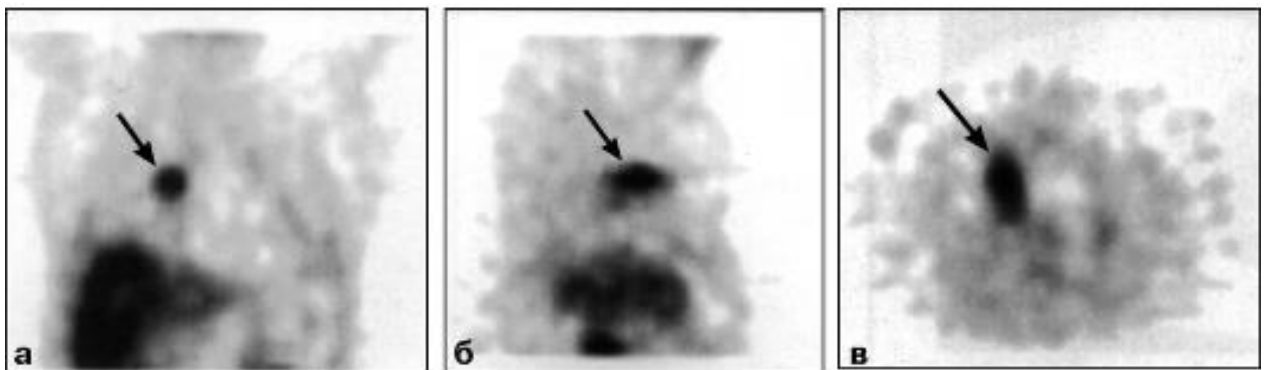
Однофотонні емісійні комп'ютерні томограми з туморотропним РФП у фронтальній (а), сагітальній (б) та аксіальній (в) площинах. Центральний рак легені (стрілки)
